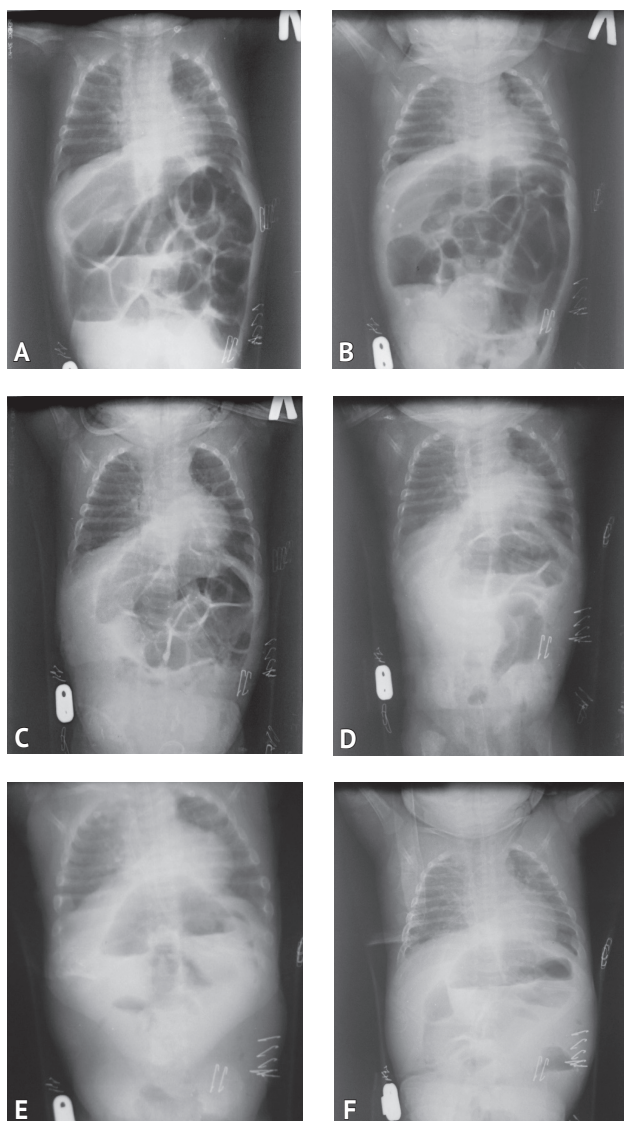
Обзорная рентгенография органов брюшной полости и грудной клетки в динамике: А — при поступлении; В — через 14 часов с момента госпитализации; С — через 20 часов с момента госпитализации; D — через 36 часов с момента госпитализации; E — через 48 часов с момента госпитализации; F — через 64 часа с момента госпитализации
